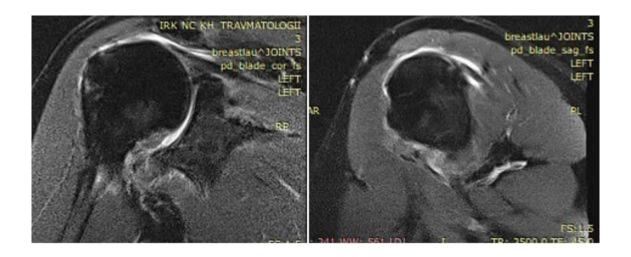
Магнитно-резонансная томография левого плечевого сустава до операции
